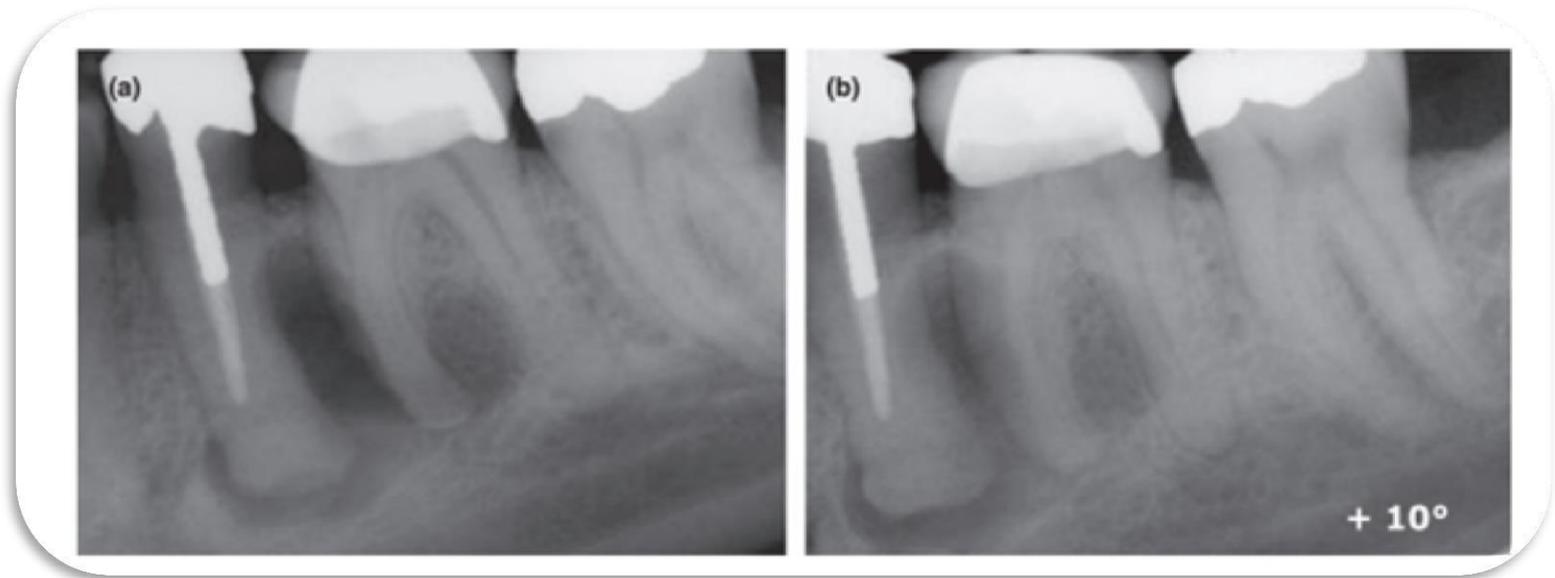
Radiografías periapicales convencionales realizadas con la técnica paralela de un premolar y molares inferiores izquierdos con una lesión radiolúcida. No es posible determinar la profundidad de la lesión, es decir, que tiene perforado la cortical lingual y hay un segundo conducto no tratado<sup>(17)</sup>.
